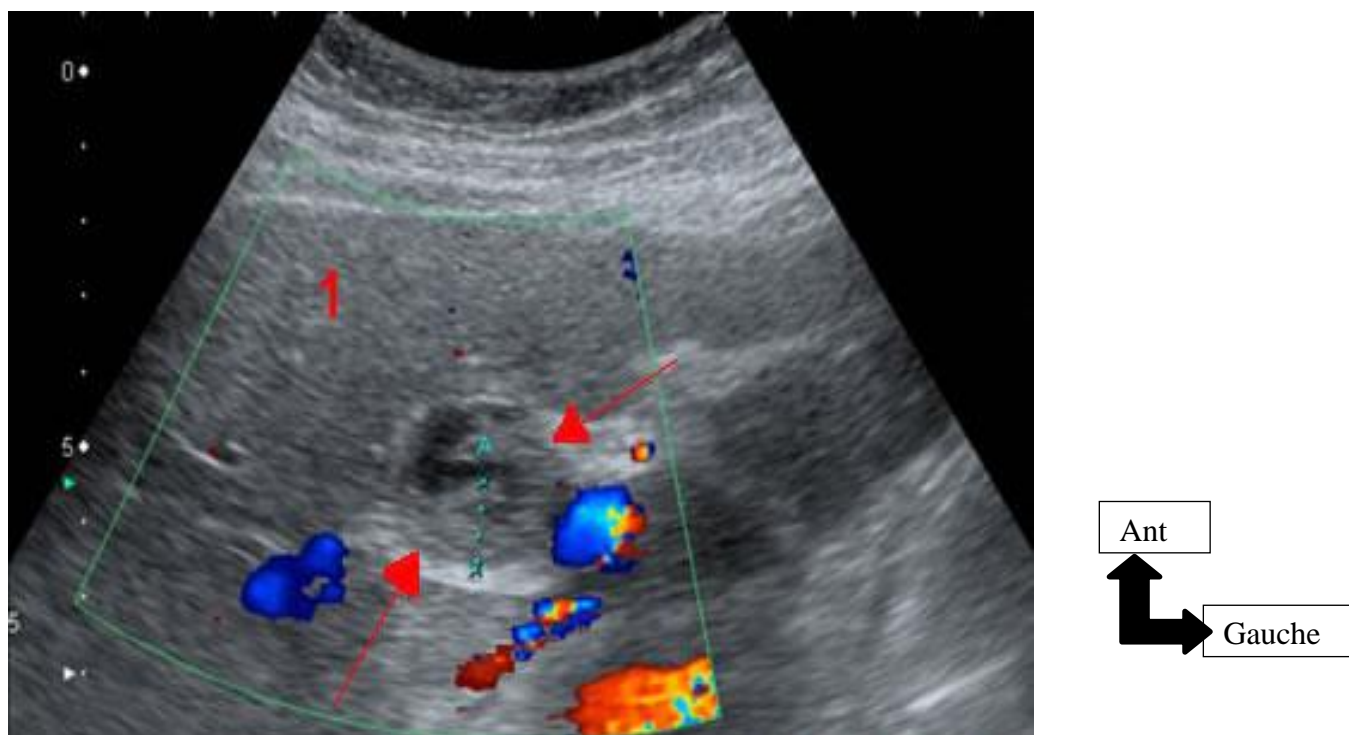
La coupe échographique axiale oblique montrant les contours irréguliers et la vascularisation au Doppler couleur d'une masse dans la lumière d la vésicule biliaire[26].
